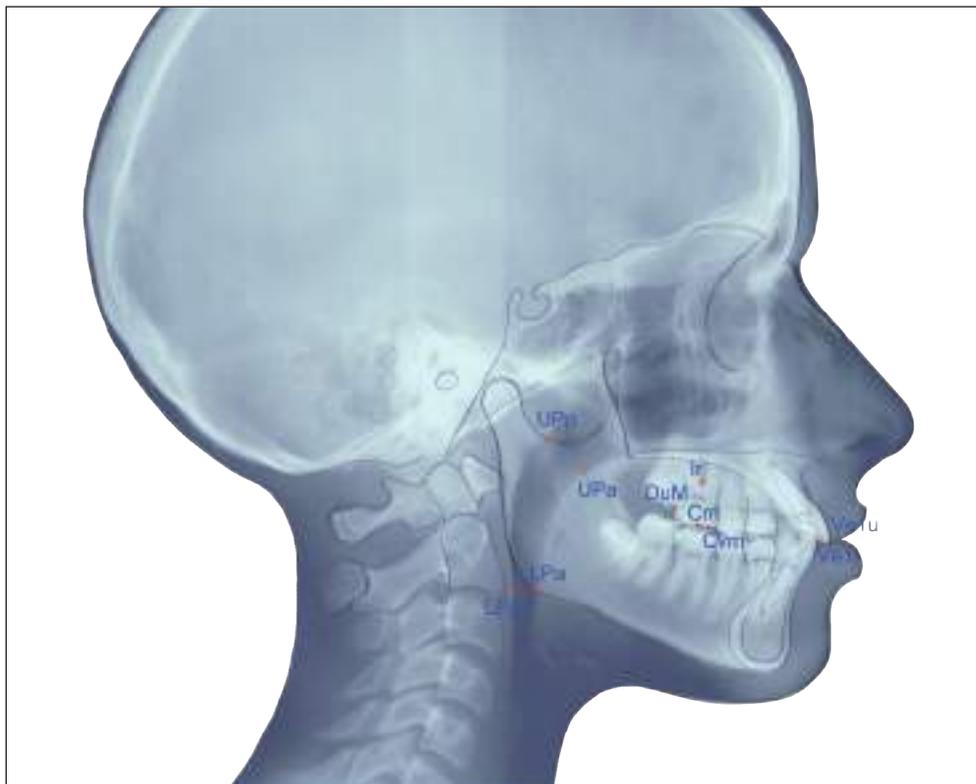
Teleradiografia L-L
